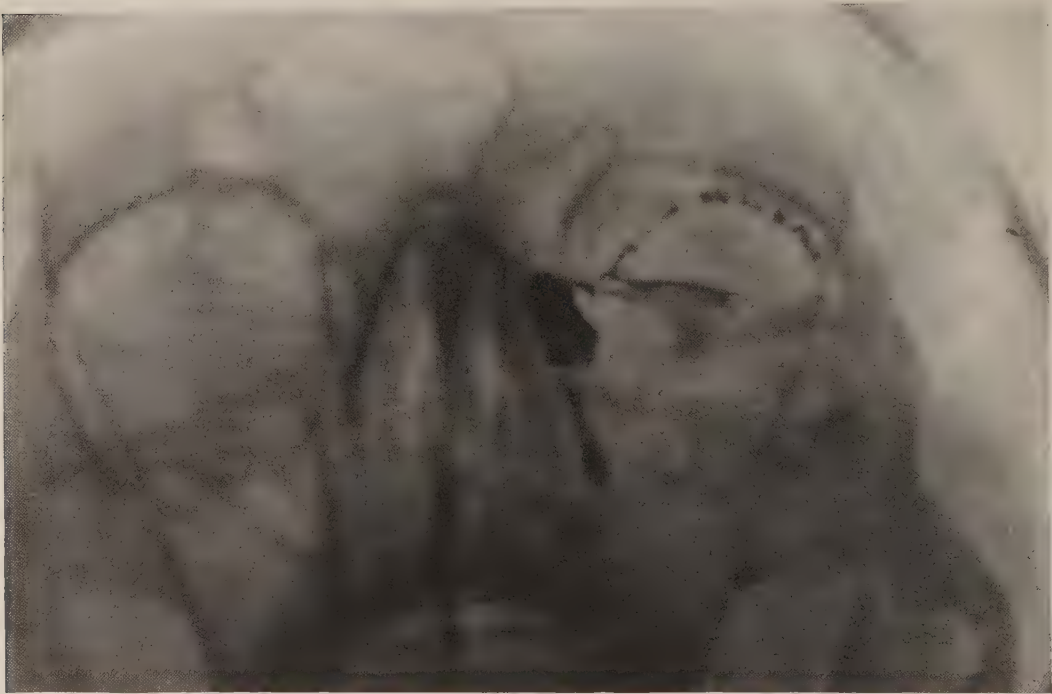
Fronto-okzipitale Aufnahme. Röntgenologische Darstellung der Tränenwege (Erklärung siehe im Text).
